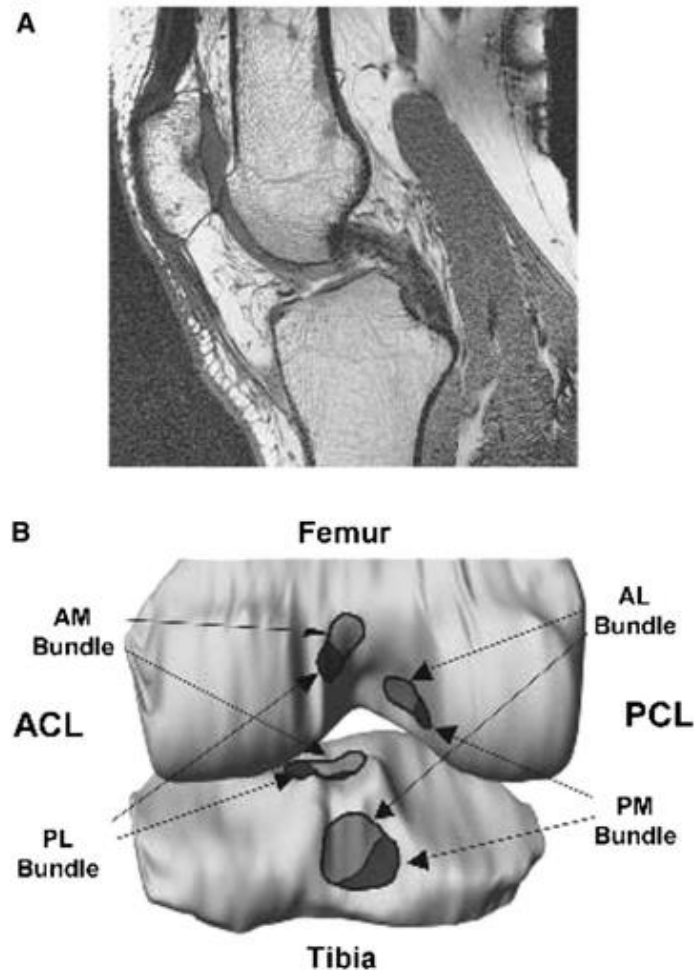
A, resonancia magnética de la rodilla. B, Modelo de rodilla con las inserciones de los fascículos del LCA y el ligamento cruzado posterior (LCP) para un sujeto típico (5)
